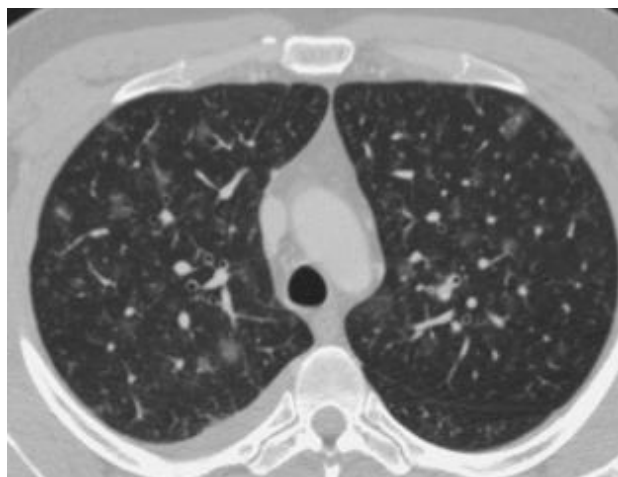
МСКТ грудной полости с контрастным болюсным усилением. Диссеминированный туберкулёз (артериальная фаза сканирования)
